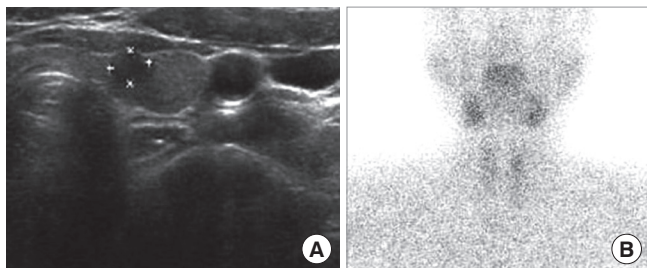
Thyroid ultrasonography demonstrates 0.5 cm sized hypoechoic nodule in left thyroid gland (A), preoperative 99mTc-tetrofosmin parathyroid scan shows no significant radioactivity lesion at neck area (B).
